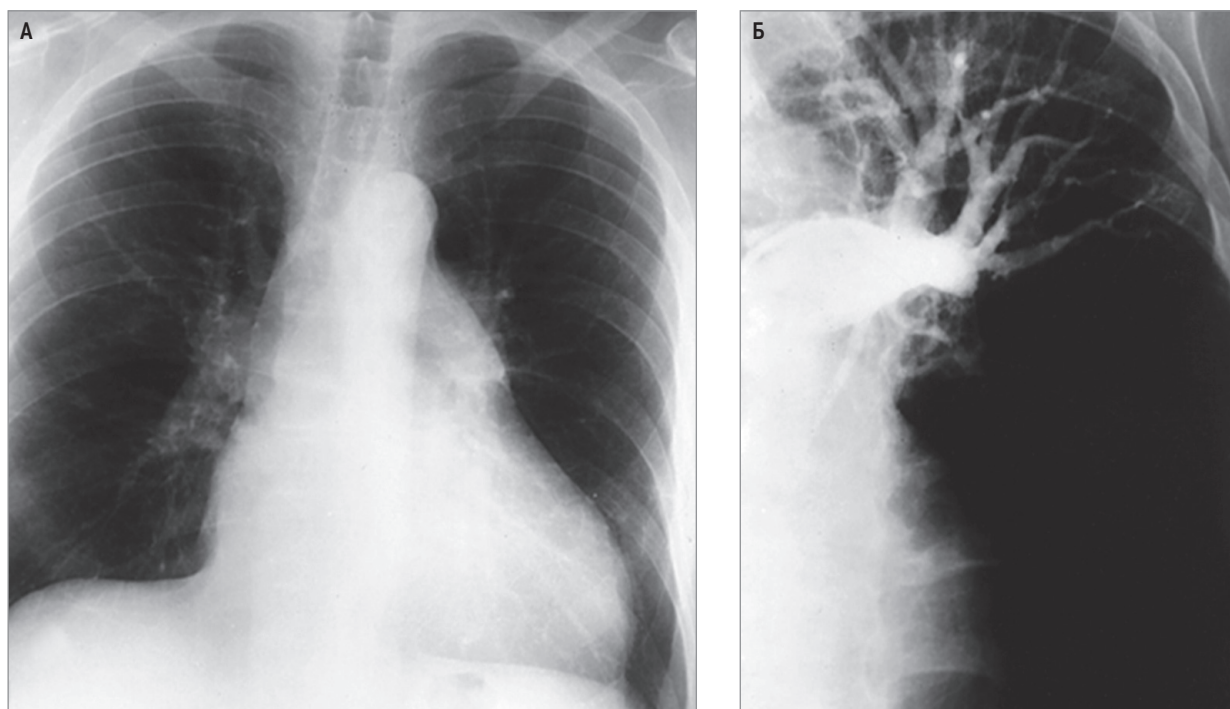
Хроническая постэмболическая легочная гипертензия: А – асимметрия центральных легочных артерий, отсутствие нисходящей левой легочной артерии, прозрачность левой нижней доли вследствие олигемии и периферическое затемнение, характерное для инфаркта; рентгенография; Б – полная проксимальная окклюзия левой нижнедолевой ветви легочной артерии у того же пациента; ангиопульмонография (из архива J.F. Murray, MD)
